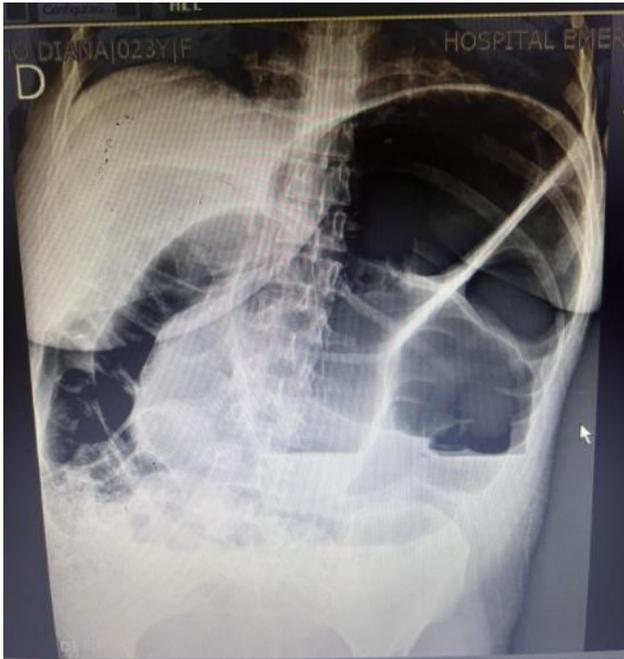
Radiografía de abdomen simple de pie
